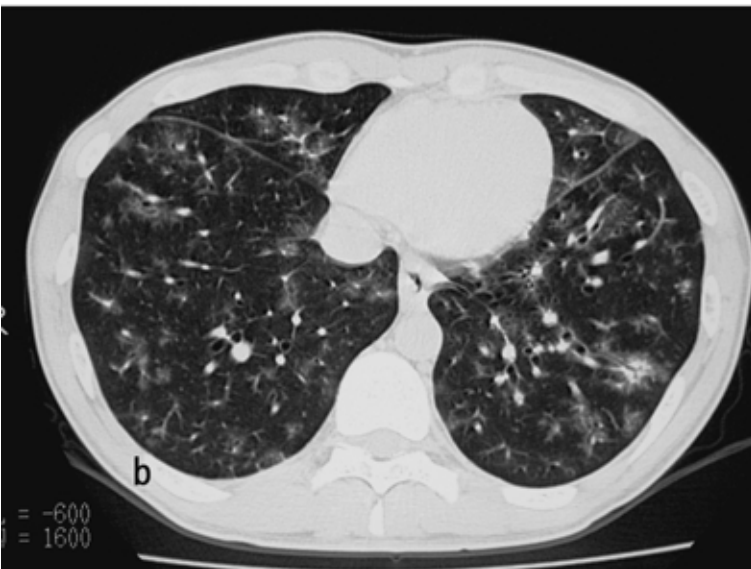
Chest CT scan on admission. Chest CT scan of the middle lung field showing poorly defined centrilobular nodules.
